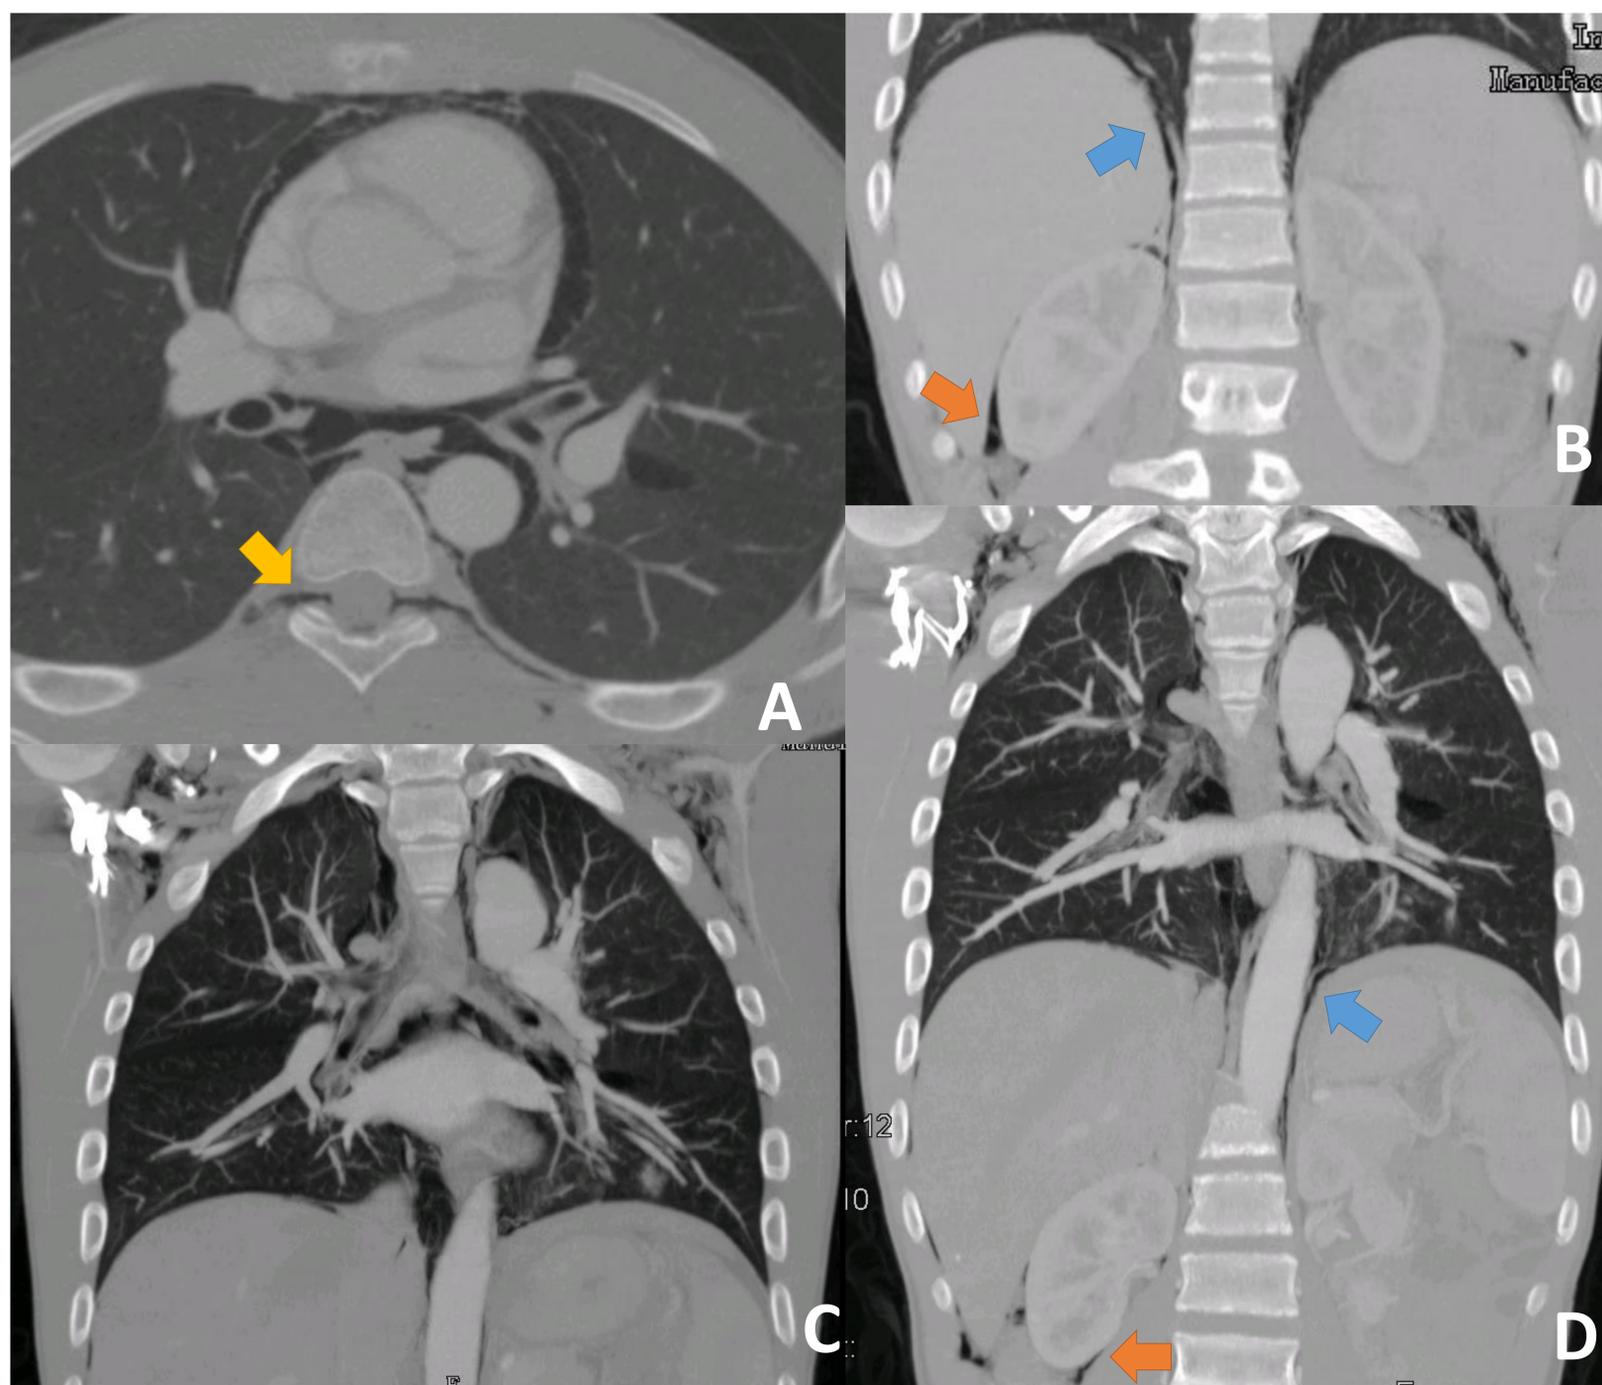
Corte axial (A) y reconstrucciones coronales (B, C y D) del CT de tórax y abdomen superior del mismo paciente que la figura 6. Importante neumomediastino disecando las distintas estructuras mediastínicas así como enfisema subcutáneo. Gas subdiafragmático bilateral (flechas azules) y rodeando el parénquima renal derecho (flecha naranja) en relación con retroneumoperitoneo. Gas en canal raquídeo y rodeando las raíces nerviosas en relación con neumorraquis (flecha amarilla) en A.
